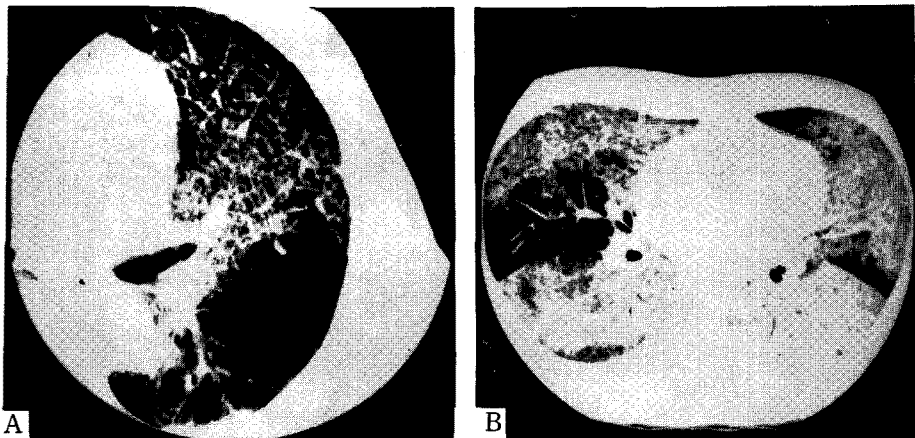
High resolution CT scan of lung, A, in case 1, geographic distribution of infiltrates in left upper lobe, b, in case 3, sharply demarcated, geographic, peripheral patches of air-space filling with some thickened interstitium.
